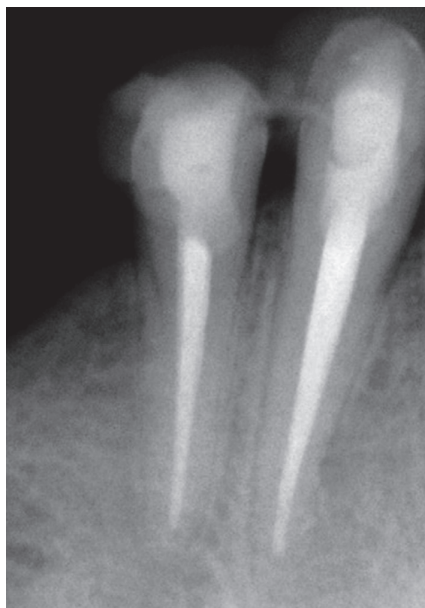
Контрольная рентгенограмма через 2 года после пломбирования канала. Март 2012 г.
